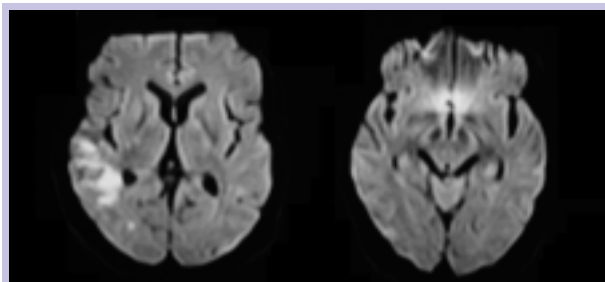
DWI, 25º dia, revela ausência de hipersinal no feixe cortico-espinhal direito.
